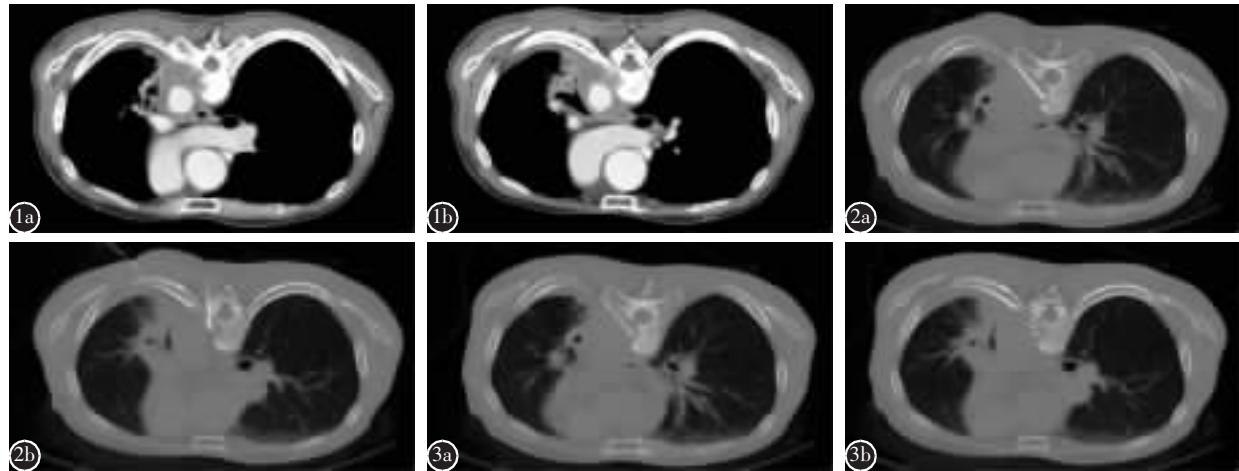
男性患者,肺癌 T6 转移 a、b 术前增强 CT 显示 T6 椎体左半部分、左侧椎弓、左侧胸肋关节骨质破坏,椎旁软组织肿块形成 图 2 a、b 粒子置入针避开肋骨或横突等骨性结构的阻挡,逐渐穿刺入病灶 图 3 a、b 粒子置入后空间分布良好,距脊髓、胸主动脉等危险器官达到安全距离
